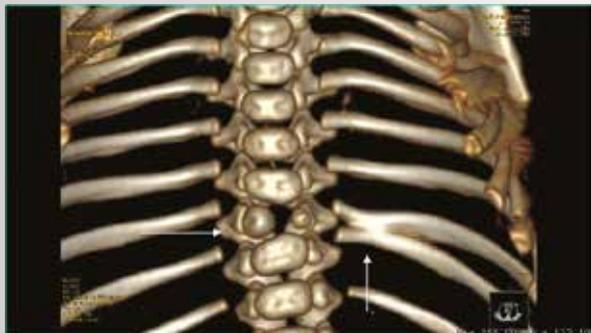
Контрастная компьютерная томография с трехмерной (3D) реконструкцией грудной клетки новорожденного с атрезией пищевода – аномалии развития позвонков в виде 10-го полупозвонка и ребер по типу сращения 9-го и 10-го ребра слева (обозначено стрелками)
